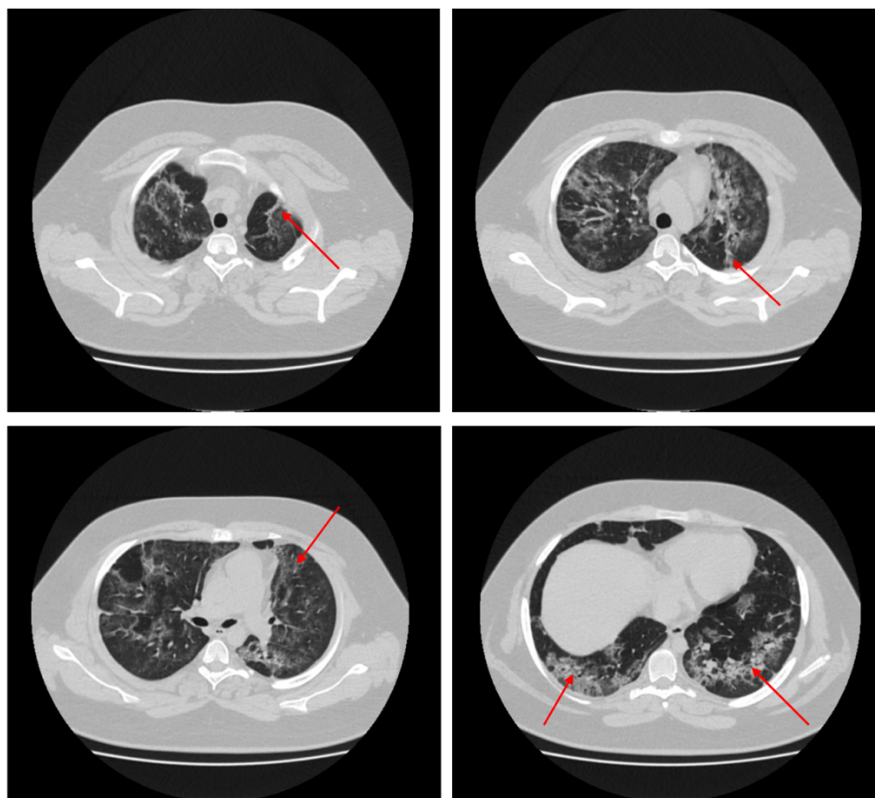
КТ органов грудной клетки от 21.06.2021. Стрелками обозначены зоны снижения пневматизации легочной ткани по типу «матового стекла»
